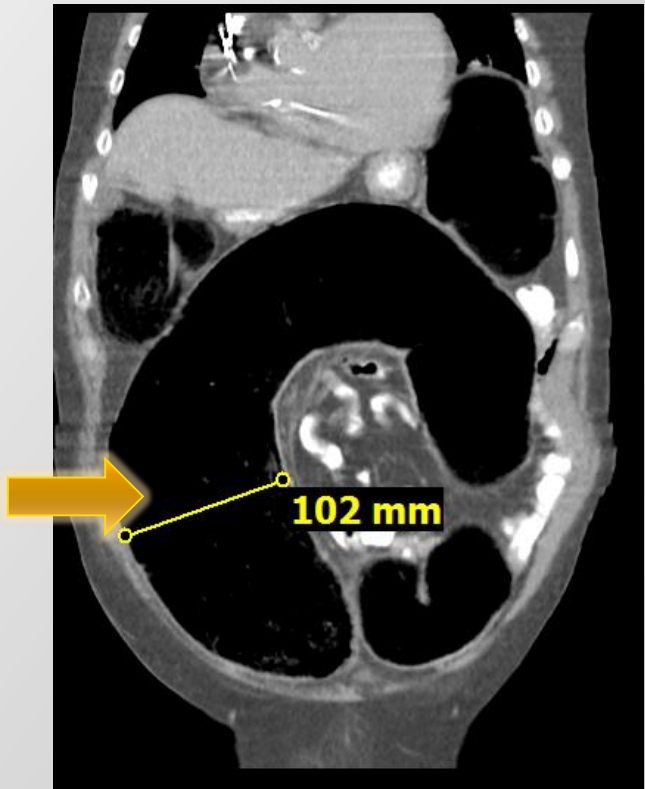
TC Abdominal y Pelvis sin contraste EV corte coronal, dilatación de asa colonica midiendo en su diámetro máximo 102(flecha amarilla) mm, alto riesgo de perforación.
